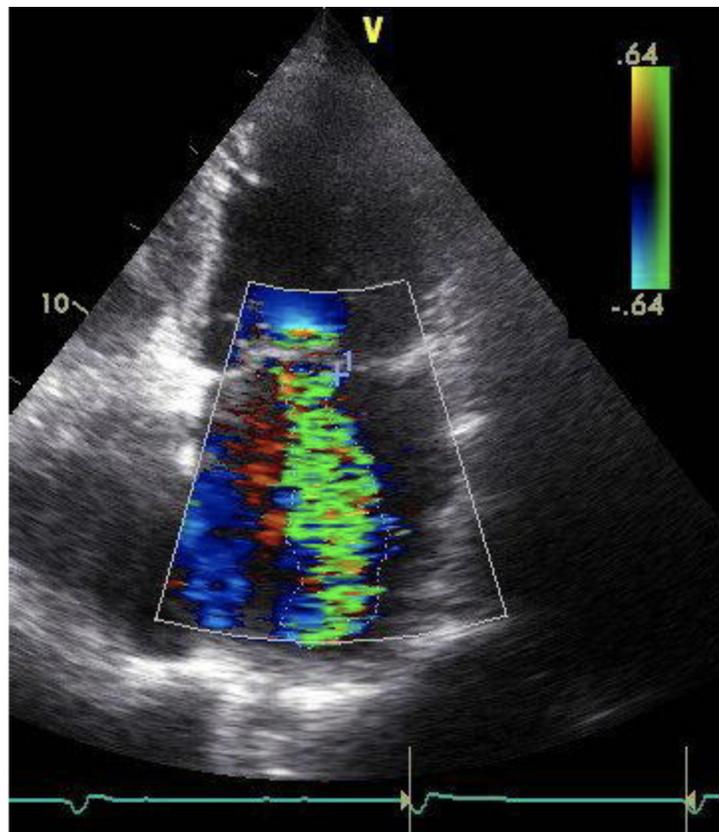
Podemos ver un ejemplo de Doppler color en una vista de cuatro cámaras; en la aurícula izquierda se observa un flujo de color verde que representa los flujos turbulentos, como en este caso, por una insuficiencia mitral.
